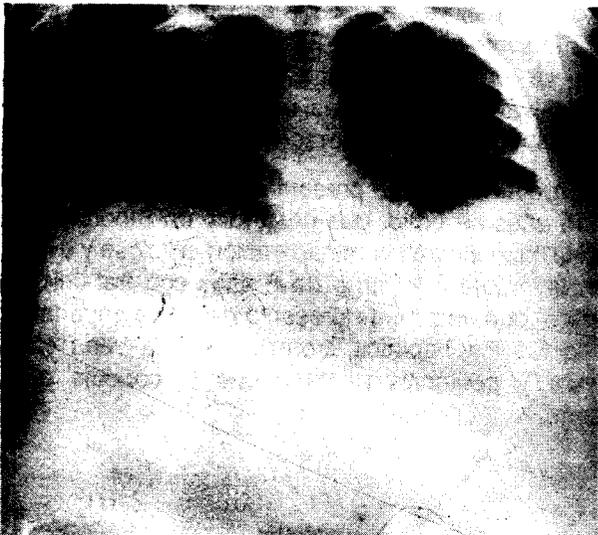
Radiografía de tórax. Obsérvese la elevación de ambos hemidiafragmas y el velamiento de abdomen producidos de la ascitis a tensión.
